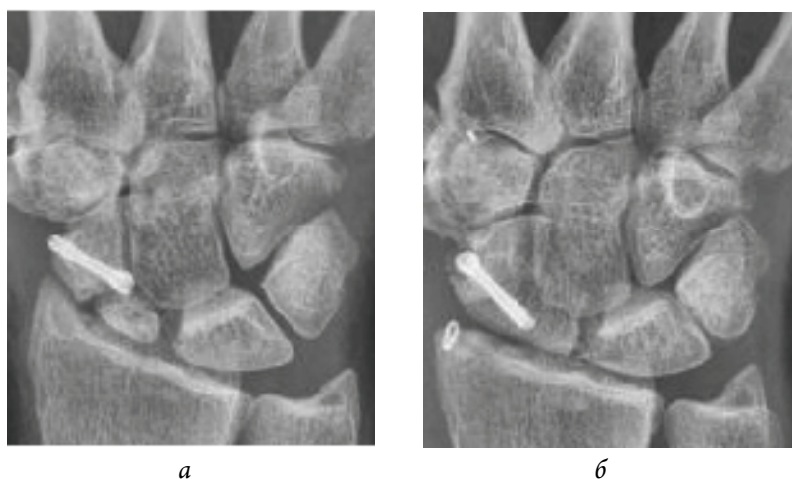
Рентгенография кистевого сустава пациентки В., 34 года, до (а) и через 13 мес (б) после операции
